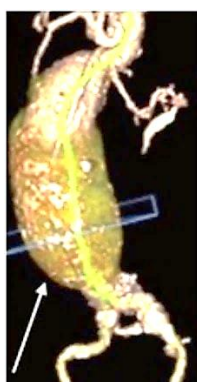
Angiografia cardíaca por ressonância magnética mostrando uma reconstrução em 3D de AAA.(KUMAR *et al.*, 2017)
